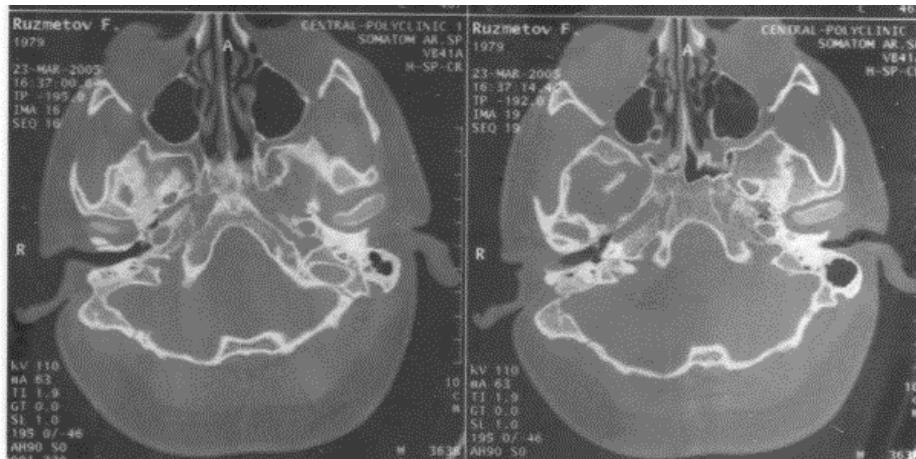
Рисунок № 10. Компьютерная томограмма височной кости больного Р-ва, 26 лет (история болезни № 3220/193). Диагноз: Правосторонний хронический рецидивирующий гнойный средний отит. Справа видны мягкотканые образования, отмечается завуалированность структур сосцевидного отростка и барабанной полости.
